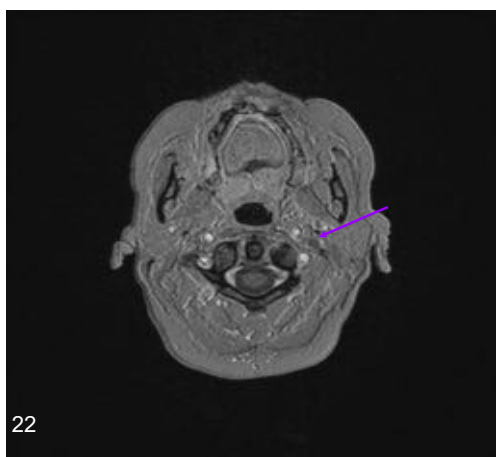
Defecto de repleción en estudio T1 con contraste paramagnético, por presencia del trombo en yugular interna izquierda (flecha morada), en el paciente anterior. No se completo estudio cervical con RM.
